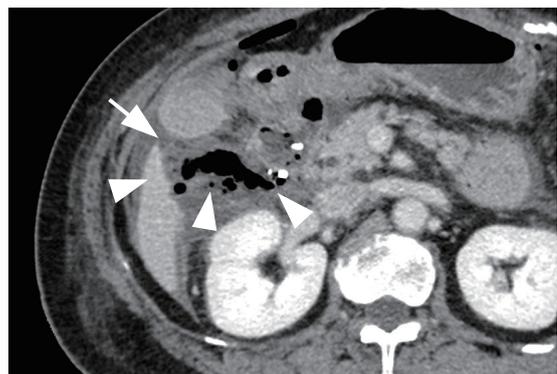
症例2 CT斜横断像。標的病変へ安全に到達する経路は腹水により生じた狭い間隙のみであった。標的病変が気泡を多量に含み、近傍に結腸も走行していたためUSでの描出も困難であった。
